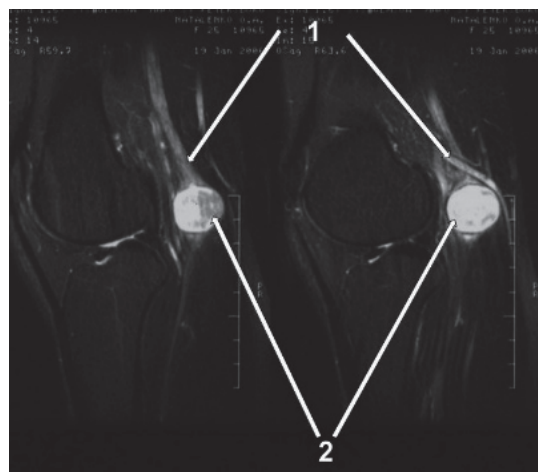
МРТ-снимок. Опухоль малоберцового нерва в подколенной области: 1 – малоберцовый нерв; 2 – опухоль малоберцового нерва.
